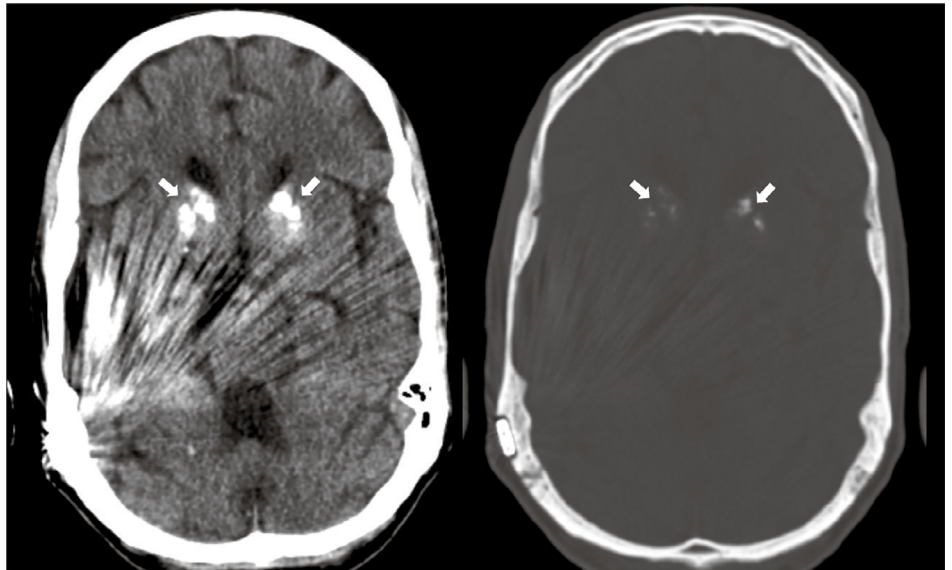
Nativ-CT des Hirnschädels mit Nachweis von bilateralen Verkalkungen der Basalganglien (Pfeile).
